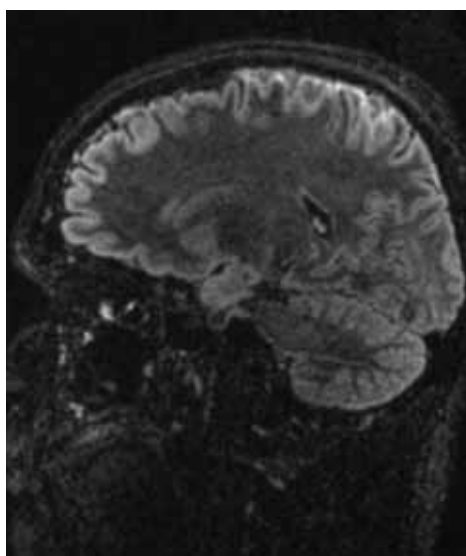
RM cerebral, corte sagital, secuencia FLAIR realce leptomeníngeo.
